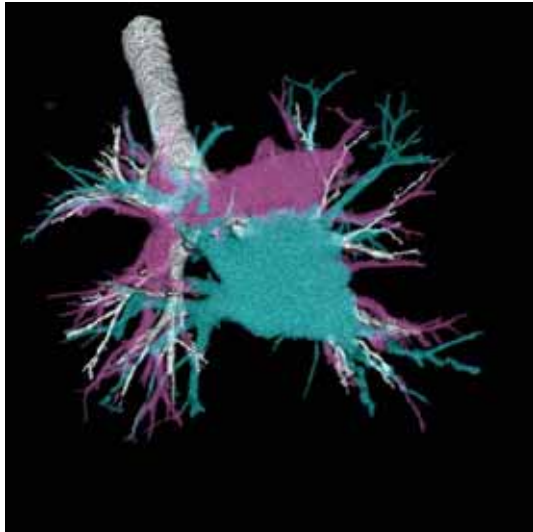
Pulmonary structure shown by 3D-CT. White indicates the tracheobronchial tree. Red indicates the pulmonary artery. Blue indicates the pulmonary vein.
